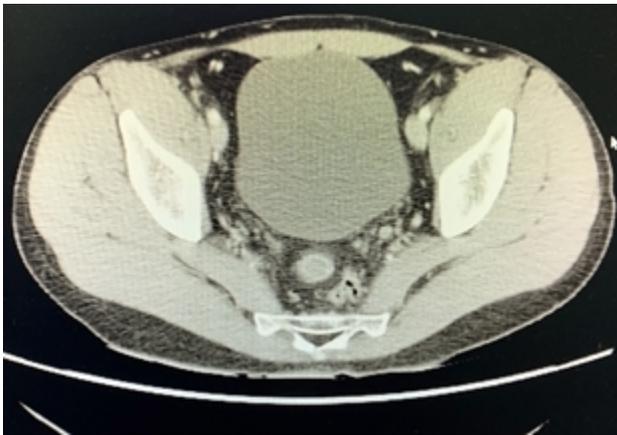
TC de abdomen que evidencia asa delgada de paredes engrosadas y alteración de la grasa adyacente a nivel de pelvis (flecha).
